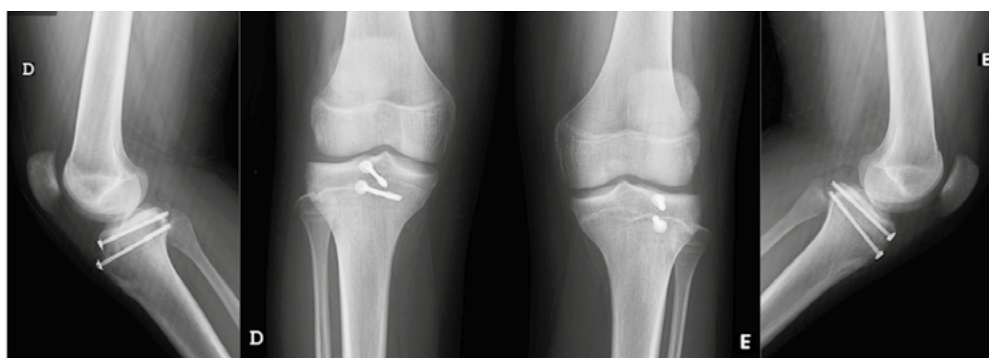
Radiografias aos 6 meses de pós-operatório, da esquerda para a direita, perfil do joelho direito, face joelho direito e joelho esquerdo e perfil do joelho esquerdo.
